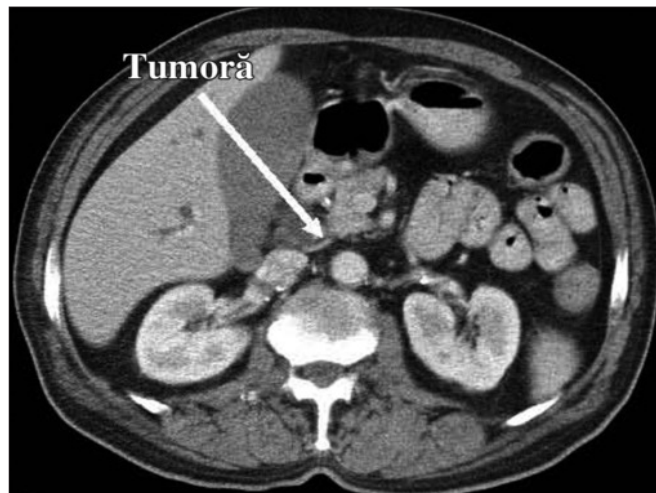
TC abdominală – tumoră stenozantă de coledoc distal
